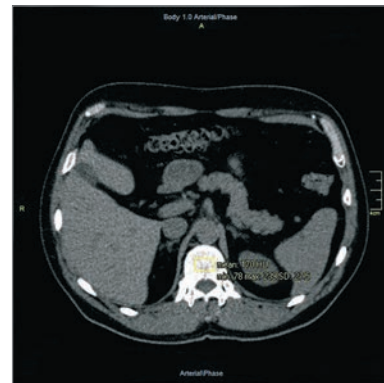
Аксіальний зріз КТ пацієнта В. з денситометричними показниками поперекового відділу хребта через рік спостереження
